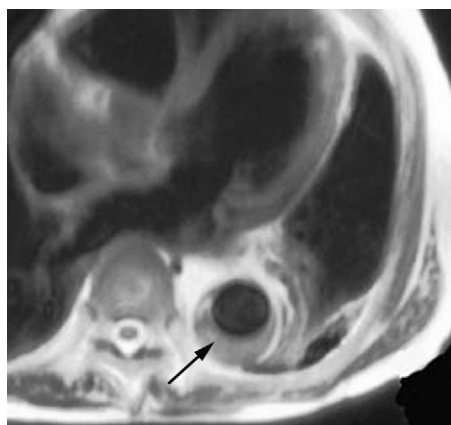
IRM axiale en T2 montrant un hématome intramural arciforme de l'aorte descendante au stade aigu de signal intermédiaire (flèche).
